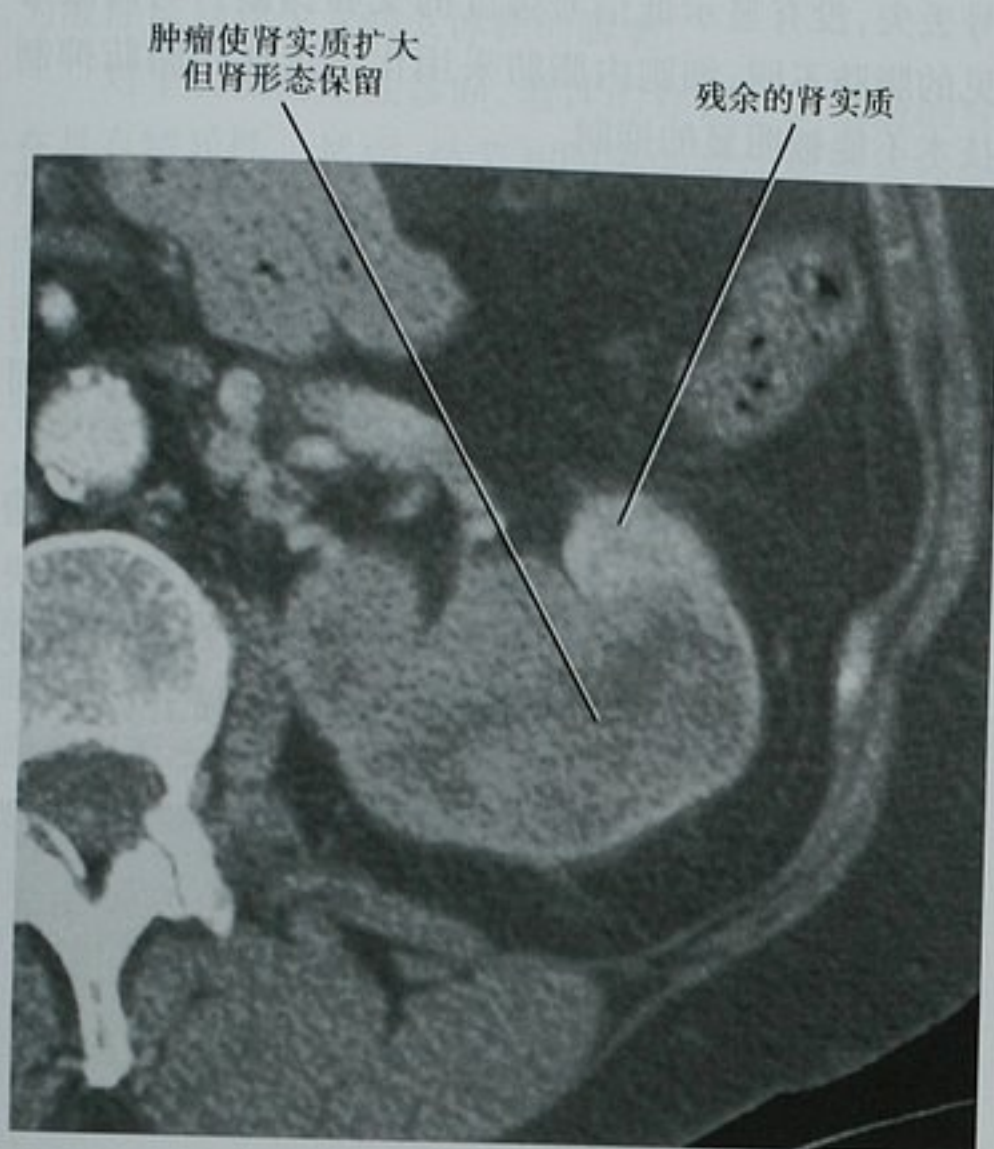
增强 CT 左肾横断位图像显示肾内泌尿上皮癌的浸润性生长
